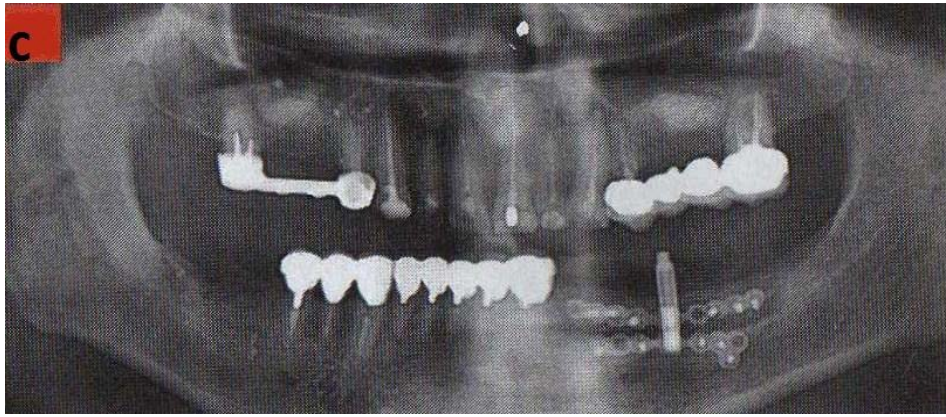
Radiographie postopératoire immédiate, phase de latence [KHOURY E., KHOURY G. ; 2010]
